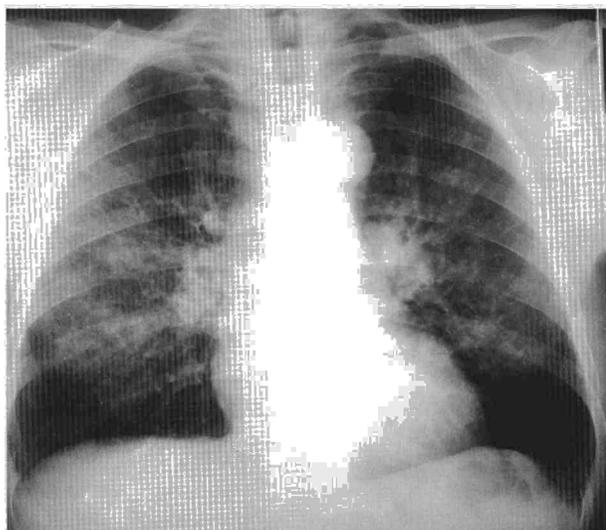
Radiografía de tórax. Patrón intersticial bilateral de tipo reticular (caso 2).
